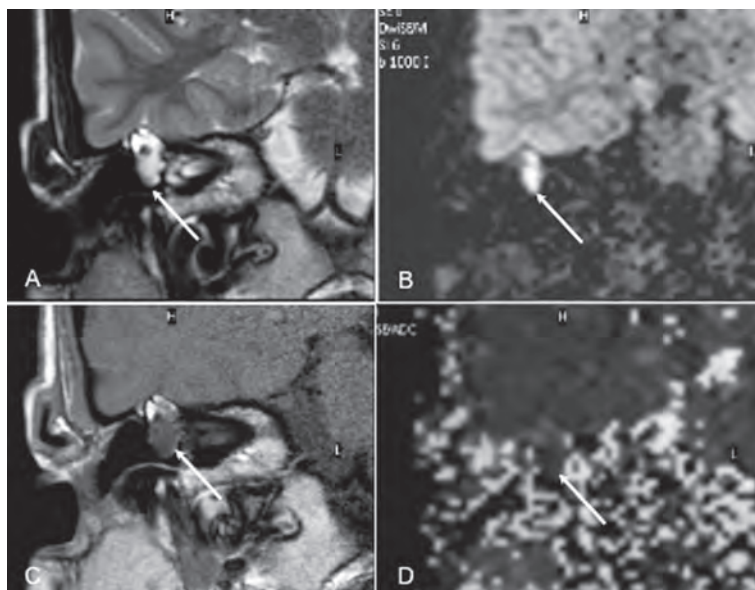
Cholestéatome. IRM coupes coronales T2 (A), DWI (B), T1 Gd (C) et ADC (D) visualisant un cholestéatome du rocher D (flèches) hypersignal T2 et diffusion, hyposignal en ADC, et ne se rehaussant pas après injection de Gadolinium.
